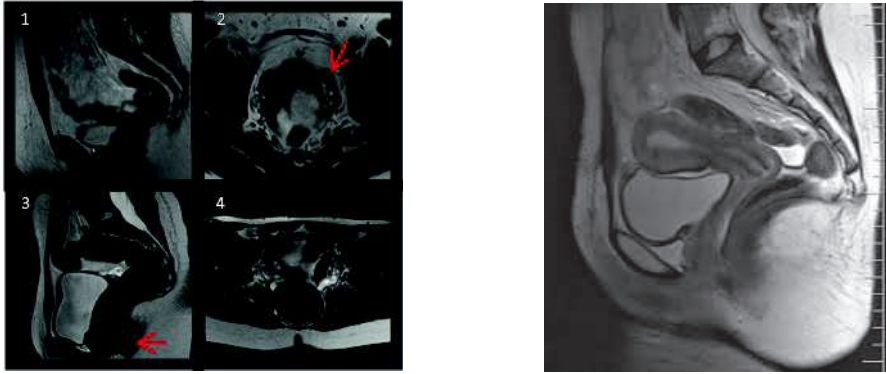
IRM d'une patiente atteinte du syndrome MRKH et IRM d'une patiente non atteinte (13).
